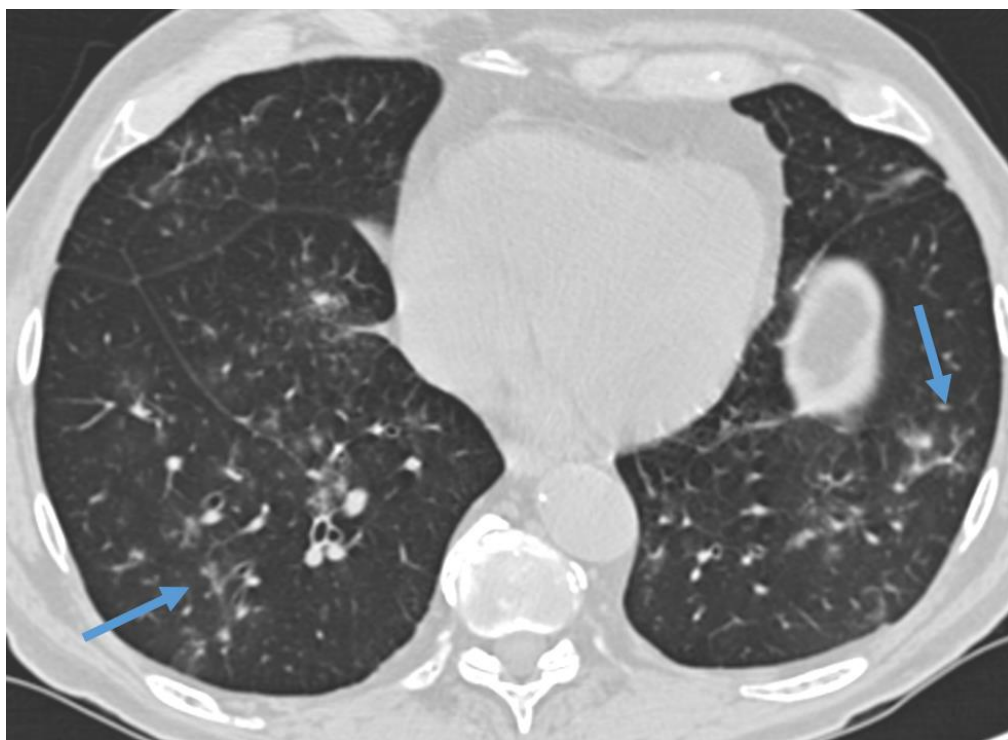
КТ груди, аксиальный срез.
